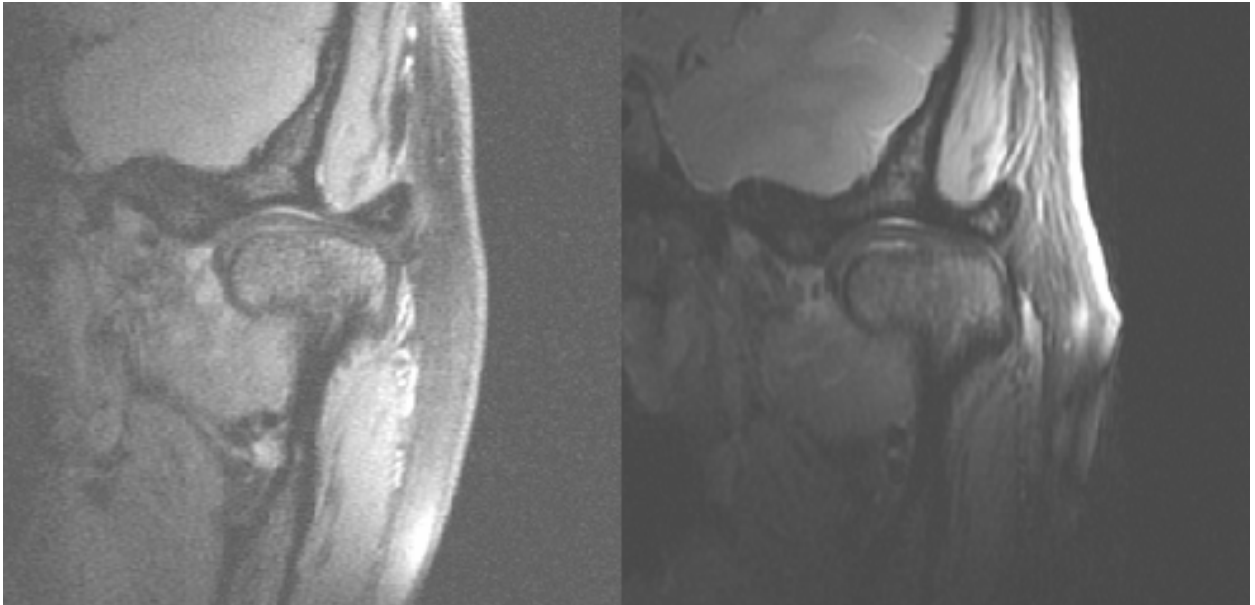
MRT-Aufnahme 1,5 T (links) und 3,0 T (rechts), coronare Schicht, maximale Mundöffnung
